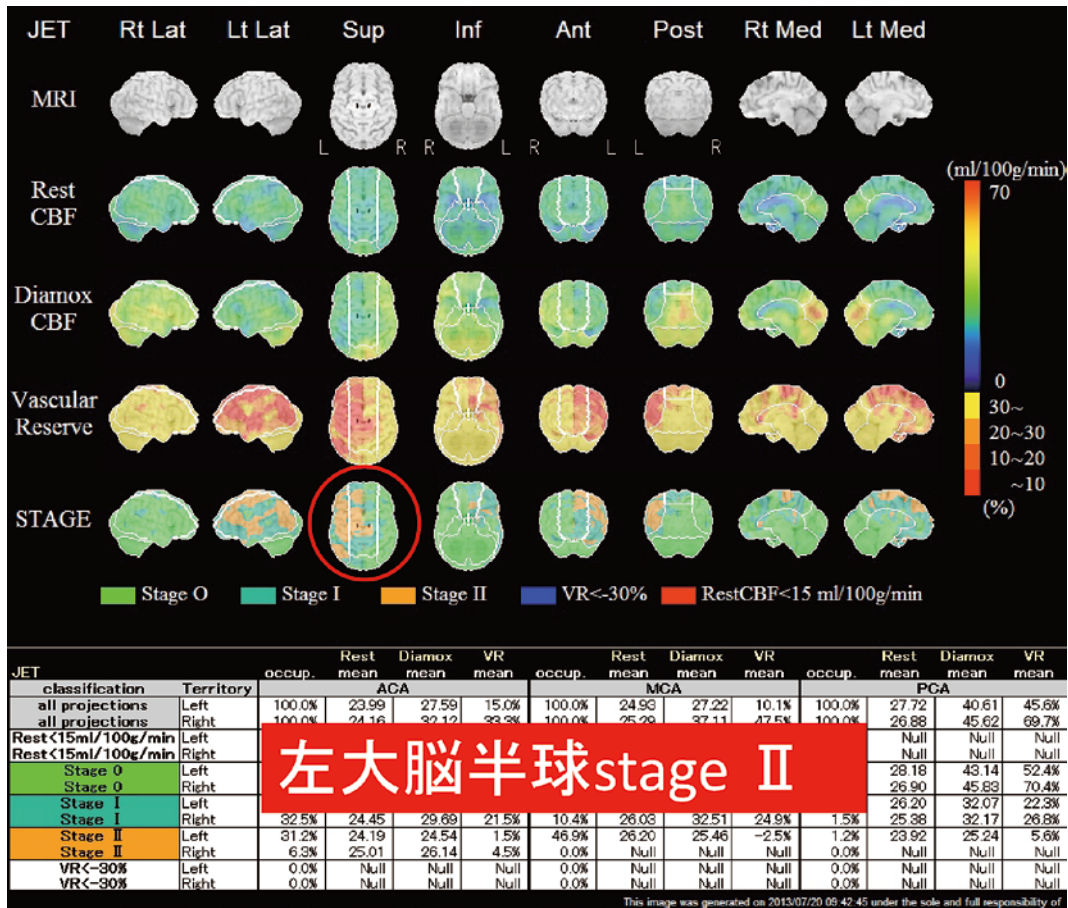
脳血流 SPECT にて左大脳半球は Stage II の虚血状態であると評価した。
